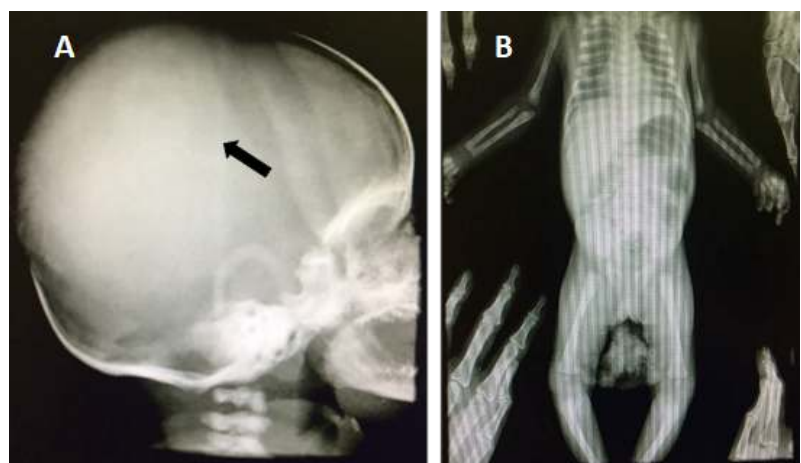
Radiografía de cráneo y tórax del paciente con histiocitosis de células de Langerhans. A. Radiografía de cráneo que denota aumento del volumen de los huesos de la bóveda craneana y desproporción craneofacial. B. Radiografías normales de tórax y huesos largos
